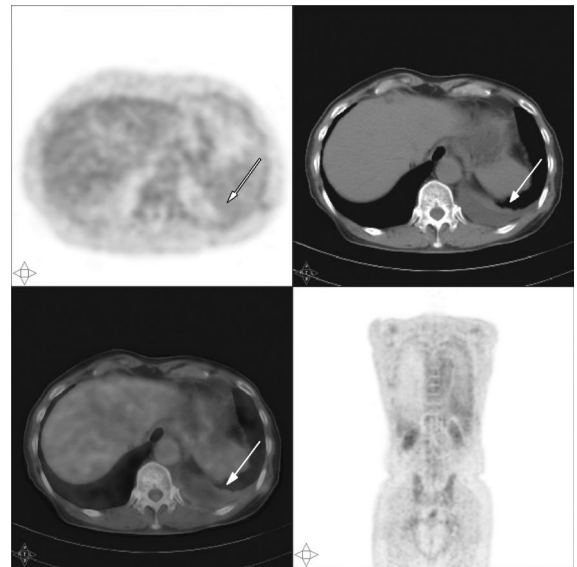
患者男性, 73岁, 低热两周伴左侧胸腔积液, 随访临床经抗炎治疗后胸水消失。 ^{18}F -FDG PET-CT 示左侧胸膜较光整, 轻度均匀性增厚(病灶如箭头所示), ^{18}F -FDG 未见明显高摄取。
